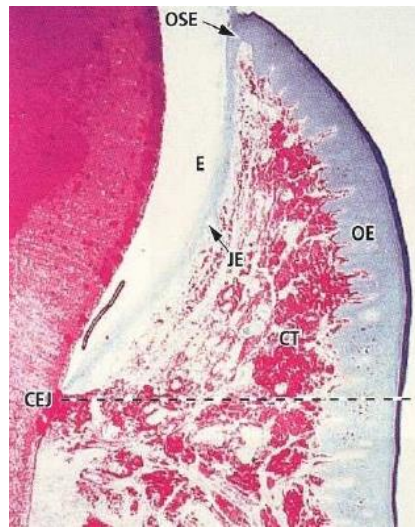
Ubicación a nivel microscópica del epitelio bucal (OE), epitelio de unión (JE) epitelio del surco (OSE), tejido conectivo (CT) y el esmalte (E) Fuente: Lindhe J. *periodontología Clínica e Implantología* 4ª edición
